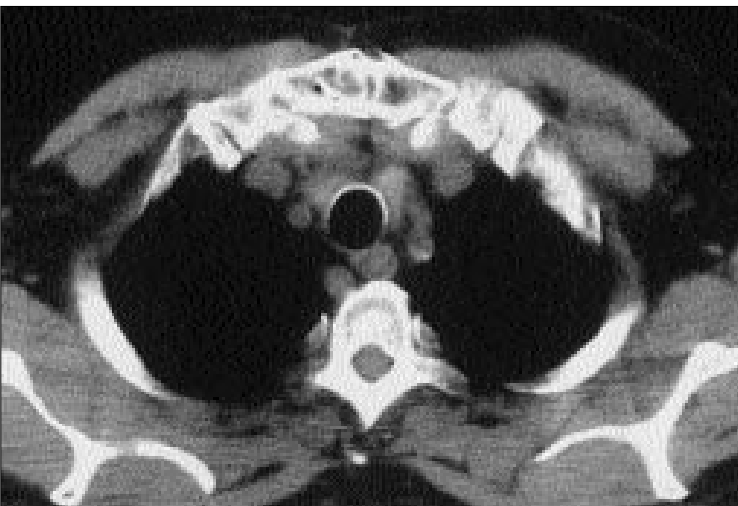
Matür teratom. Üst mediasten düzeyinden geçen kontrastlı BT kesitinde mediastinal vasküler yapıları arkaya doğru iten, içinde yağ dansiteleri ve çevresinde yer yer kalsifikasyonlar bulunan kitle görülmektedir.
